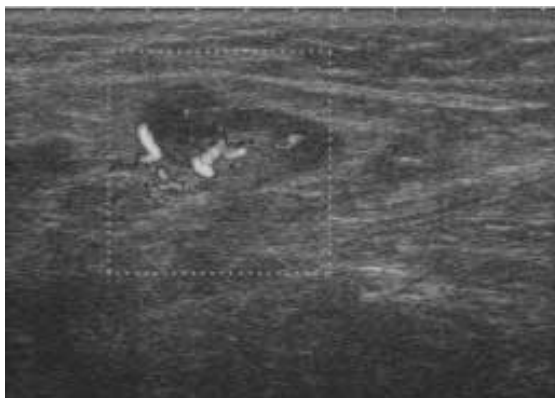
UZ dopplerski prikaz maligne prekrvavitve: v celoti bolj prekrvljena bezgavka
